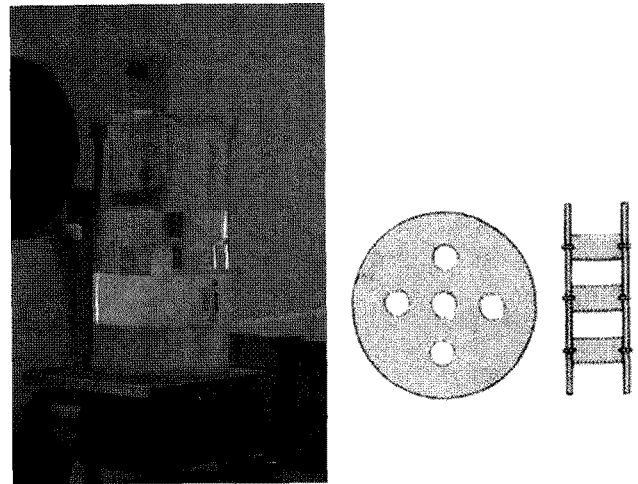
AAPM phantom for the CT Number Insert (block) consists of five pins, each 1" in diameter, fabricated of the following materials: Density ( $\text{g cm}^{-3}$ ). Acrylic 1.19; Polystyrene 1.05; Polycarbonate 1.20; Polyethylene 0.95; Nylon 1.10; Teflon 2.21.
